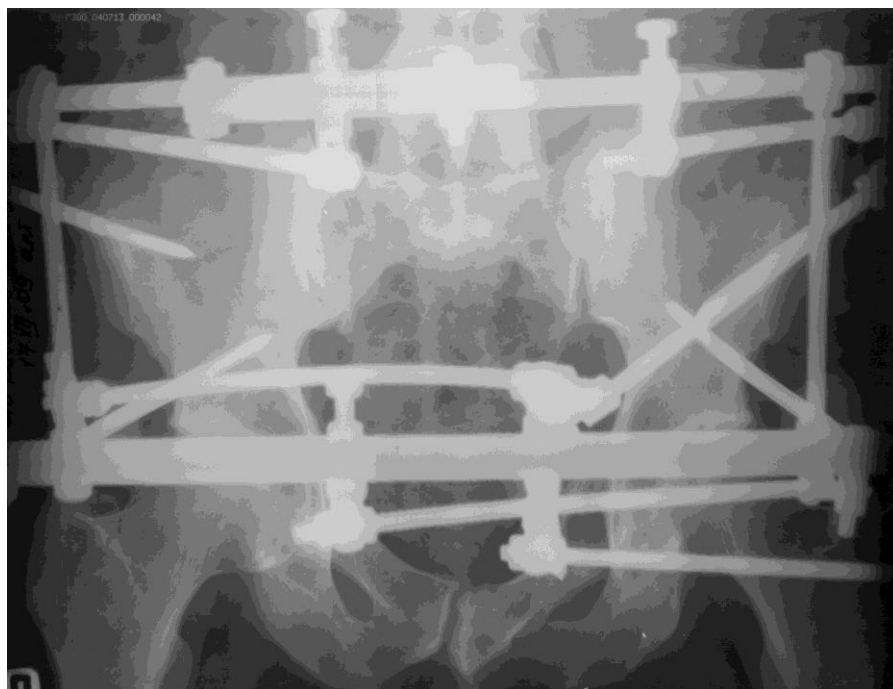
Фотоотпечаток с рентгенограммы того же больного после стабилизации таза с использованием АВФ
